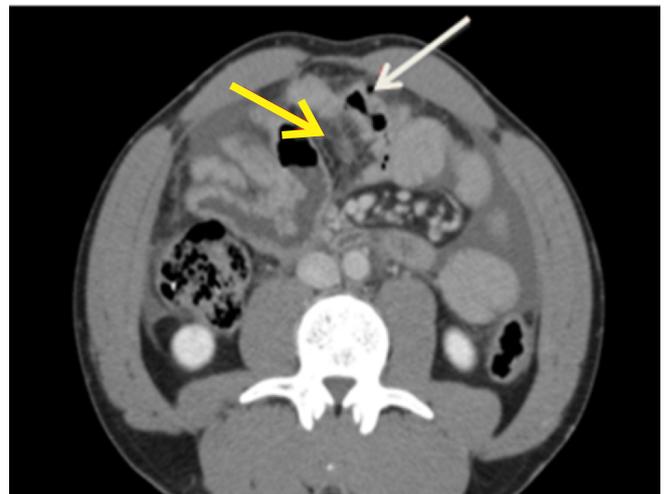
Trauma abdominal fechado com lesão da transição jejuno-ileal. Tomografia computadorizada do abdome após a administração endovenosa de contraste iodado evidencia pequena bolha de pneumoperitônio (seta branca), além de densificação da gordura mesentérica (seta amarela - maior) adjacente ao segmento lesado do intestino delgado que está com paredes espessadas.
